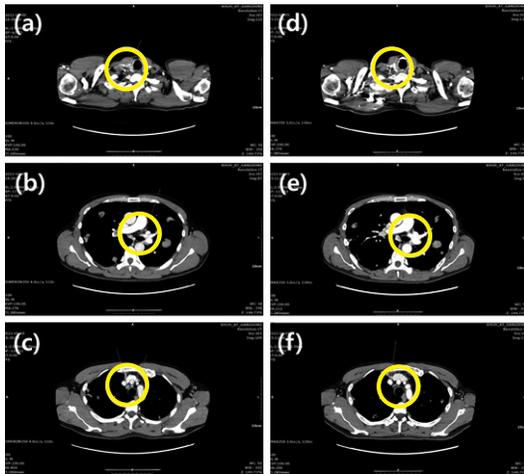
CT chest (a), (b), (c), (d), (e), (f) : 2022.05.07 (a), (b), (c) Squamous cell lung carcinoma, multiple lung meta, lymph node meta 1. Innumerable variable-sized well-defined solid nodules/masses with necrotic change, air-bronchogram, and random distribution in both lungs. → possible hematogenous metastases. 2. Small right supraclavicular, 2R and 3A lymph nodes. → indeterminate lymph nodes. 3. No significant endobronchial or endotracheal lesion. (d), (e), (f) 1. Multiple variable sized nodules with some necrotic change in both lungs, increased size 2. Multiple enlarged 2R, 4B, 7 and 11B lymph nodes, no significant interval change 3. No significant endotracheal or endobronchial lesion.
